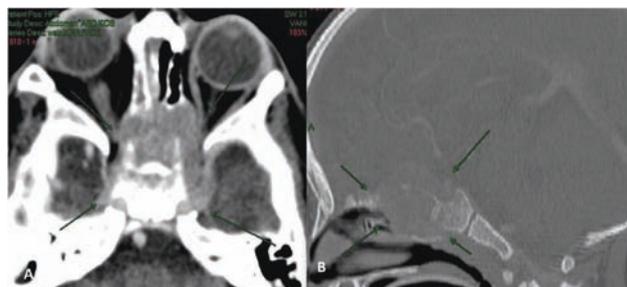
Imagens de TC com lesão expansiva localizada no esfenóide (setas verdes)
